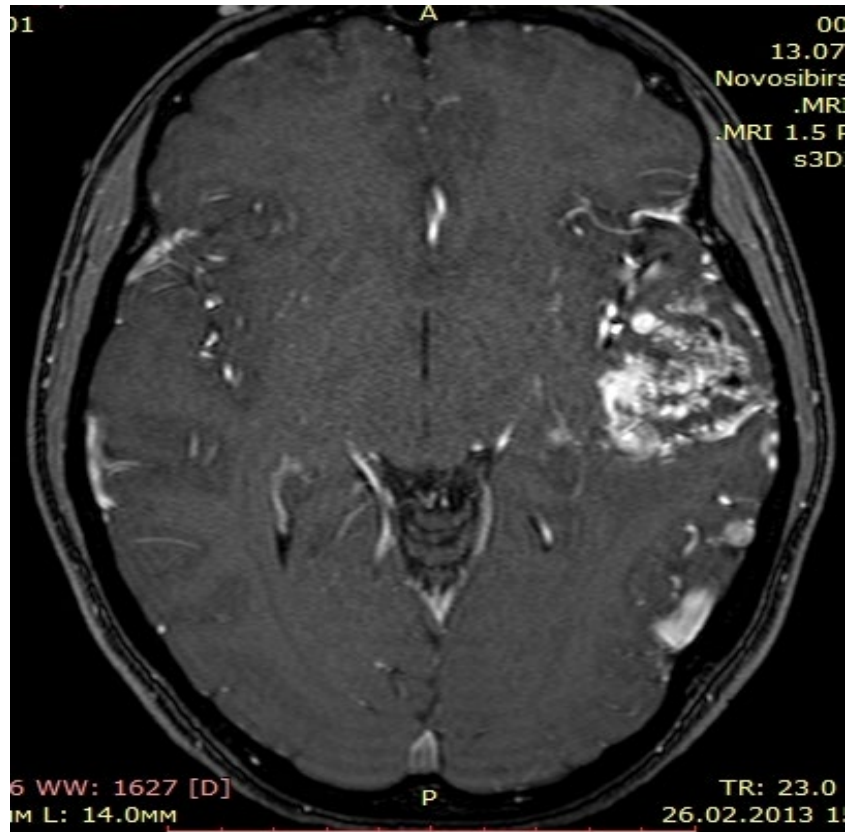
Данные МРТ головного мозга пациентки С. (до эмболизации)
